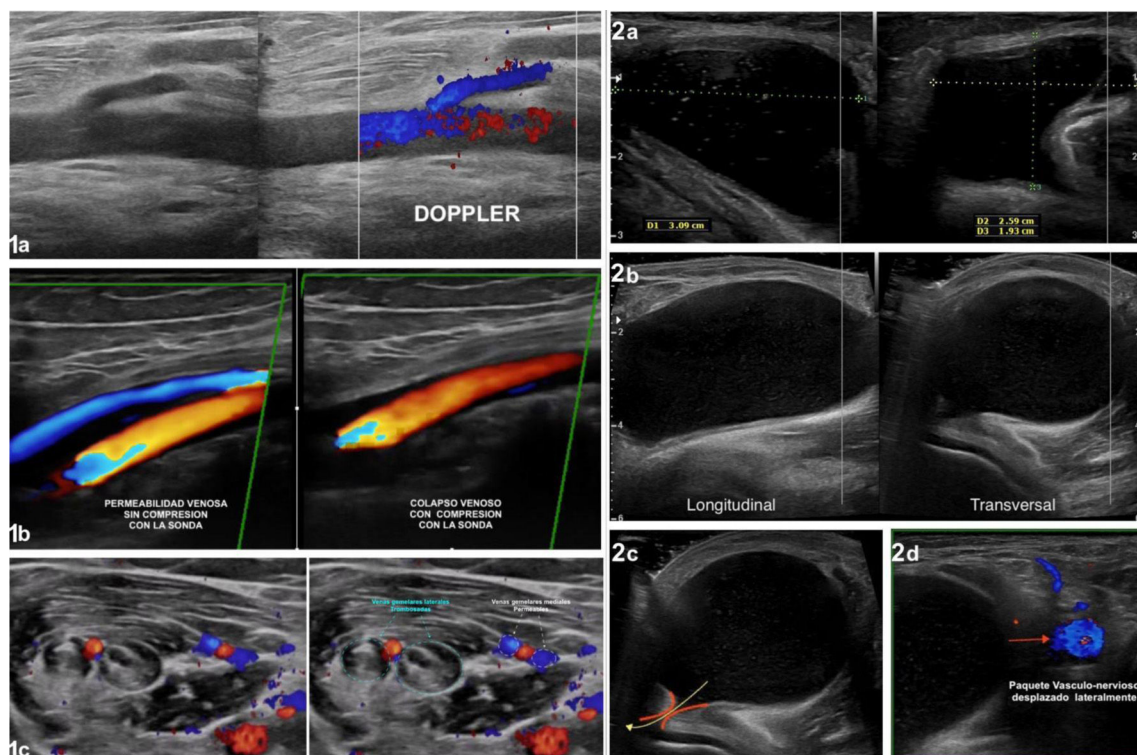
Imágenes 1a-c: Lesiones vasculares (trombosis venosas). 1a) Uso del Doppler para valorar flujo sanguíneo vascular normal. 1b) Compresión con la sonda sobre rombo poplíteo hasta colapsar la estructura venosa. 1c) Visualización trombos intravenosos vs venas permeables con flujo normal (Fuente: Dr. Lafuente).
